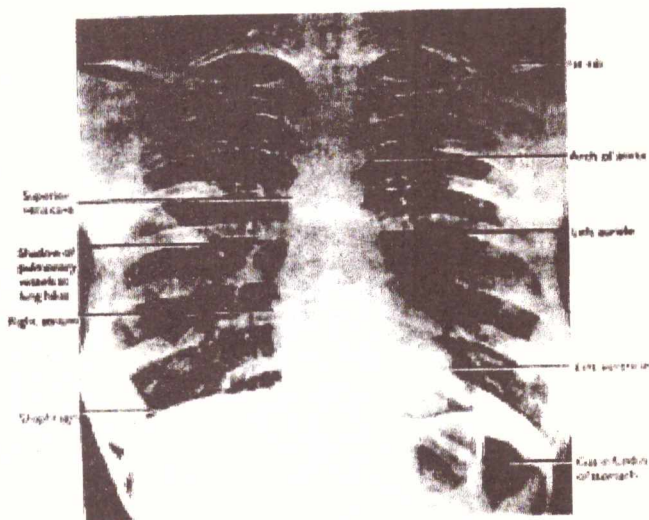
Рентгенограмма сердца.
